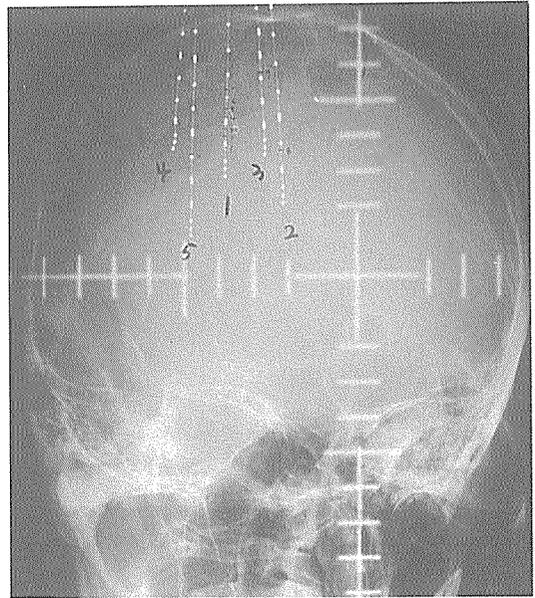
뇌암의 방사선치료-뇌에 삽입된 도관에 dummy단원을 넣고 촬영한 모의치료용 사진(정면)
